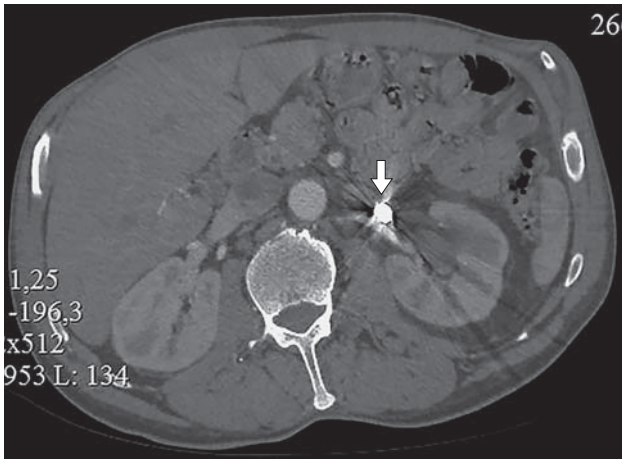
Highlighted uro-radiograph. The arrow indicates the fragment.
